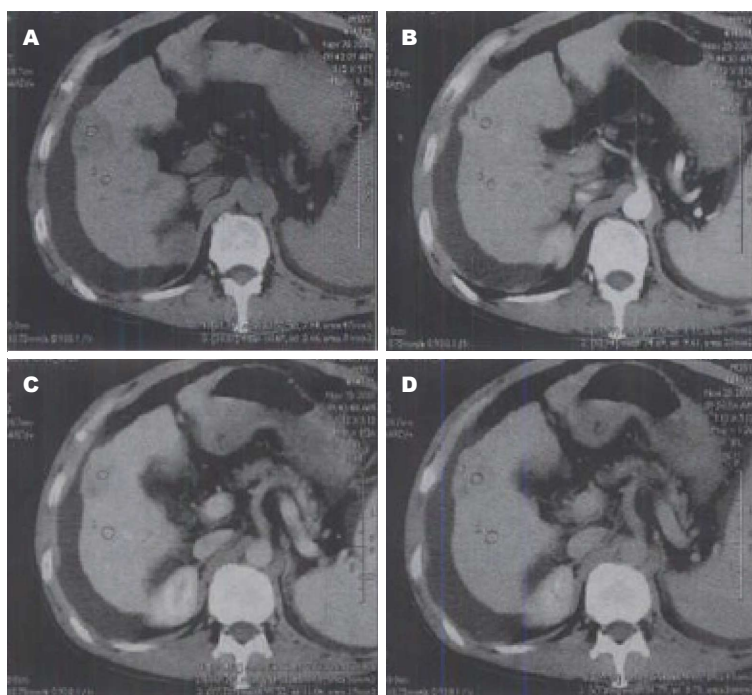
原发性肝癌的16层螺旋CT. A: 平扫肝脏右叶低密度病灶; B: 动脉期出现强化; C: 门静脉期消退; D: 延迟扫描是低密度.
